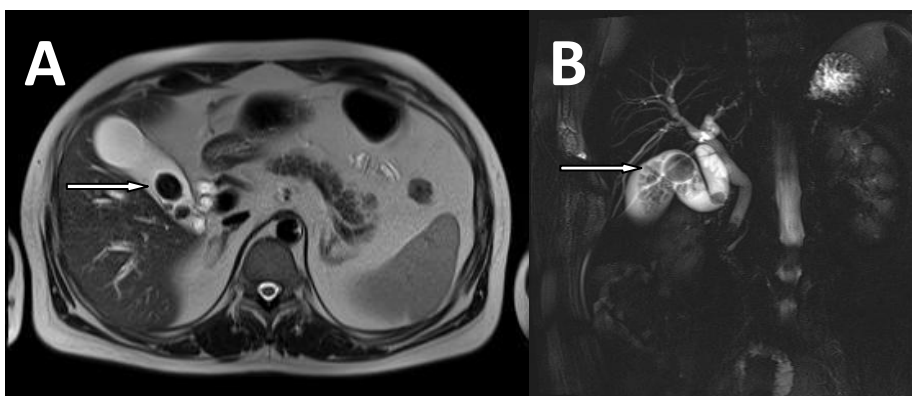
Magentskorezonantna kolangiopankreatografija (MRCP). (A) prije kolecistektomije (B) nakon kolecistektomije, Ž- žučni mjehur, DC- žučovod, CD- izvodni kanal žučnjaka, DHC- zajednički jetreni vod, RHD- desni jetreni žučni vod, LHD- lijevi jetreni žučni vod, SID- segmentalni intrahepatični žučni vod
